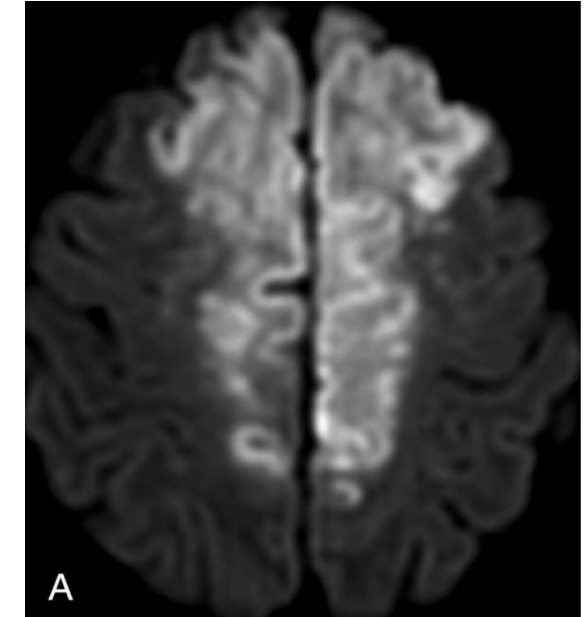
Secuencia axial DWI. Se identifica una lesión isquémica aguda en región frontal parasagital bilateral.
